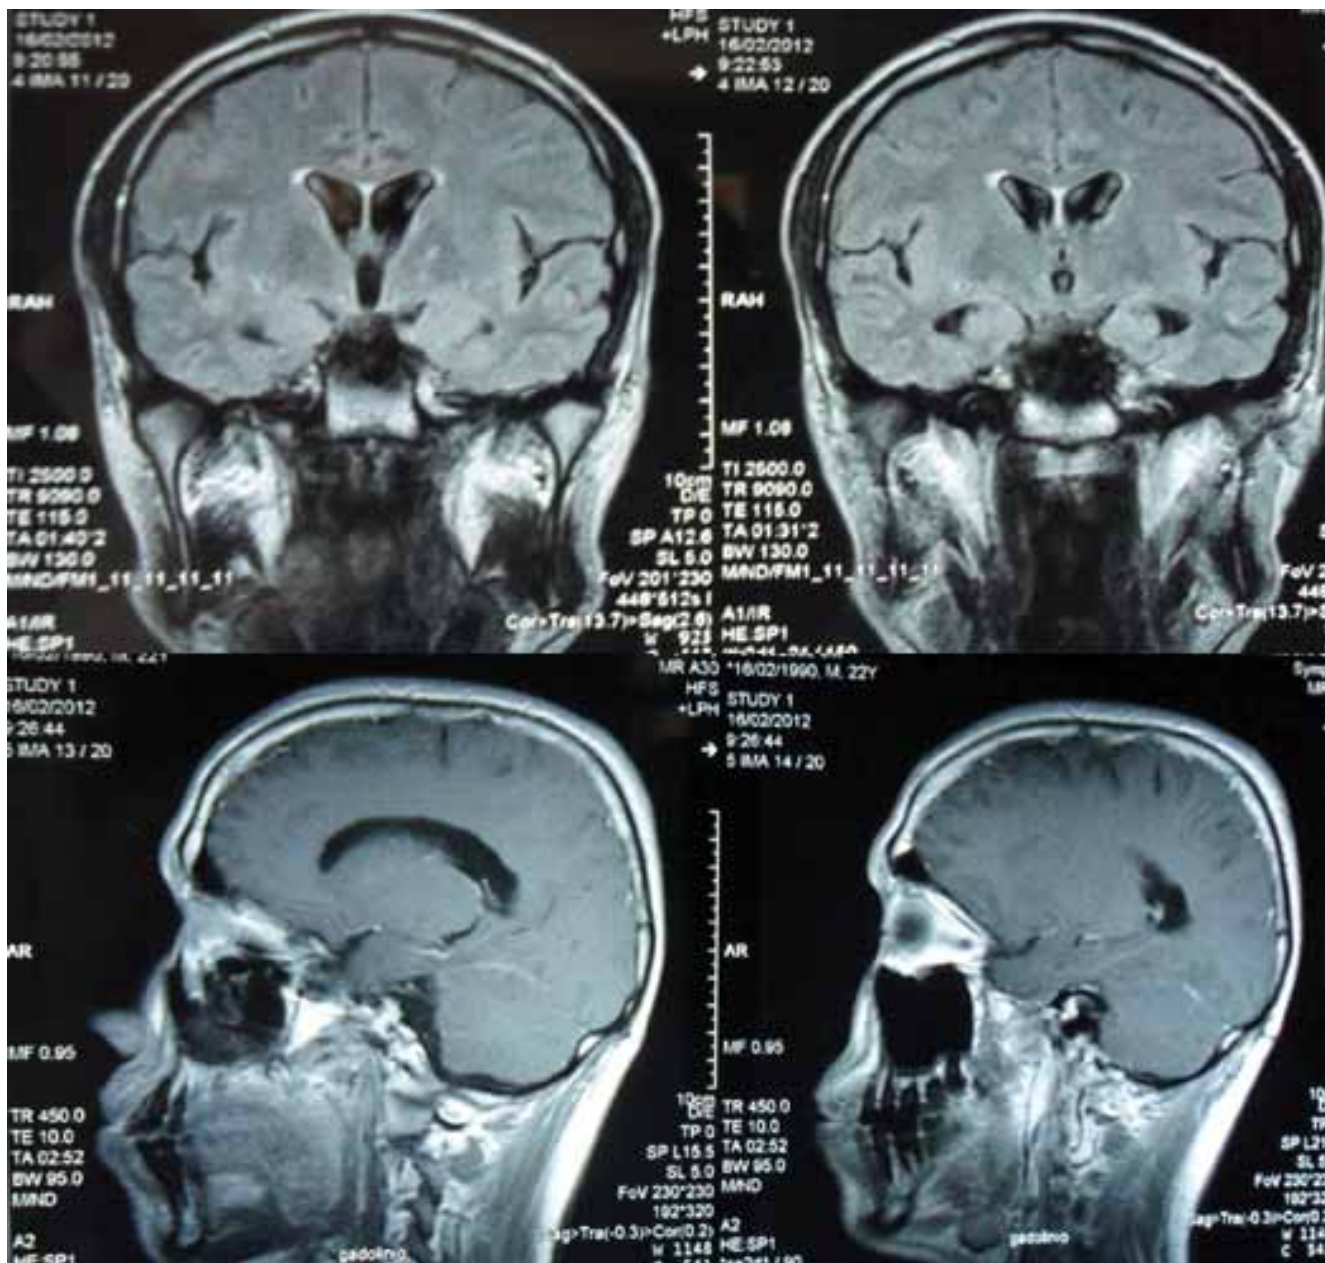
IRM craneal, 16 febrero 2012. No muestra alteraciones.
